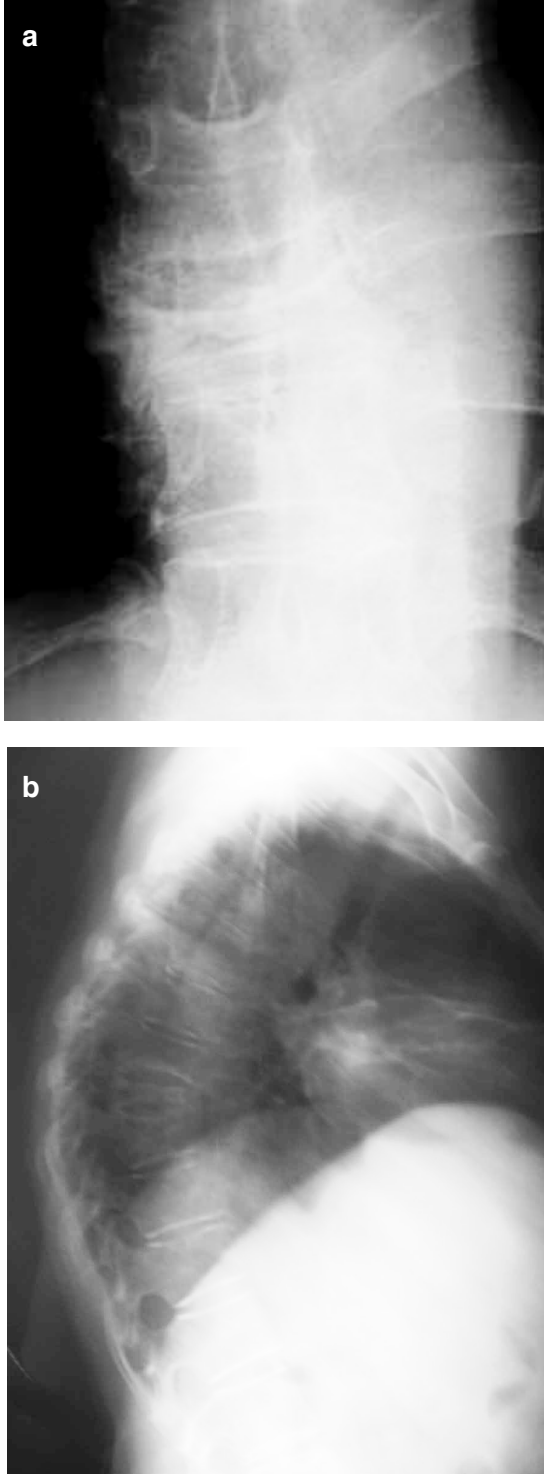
Malign melanom tanısı konulmuş 53 yaşındaki bir erkek hastada ani başlayan bel ağrısı yakınması mevcut. Çektirilen ön-arka grafide L2 vertebrada kompresyon kırığı ile birlikte sağ pedikülde silinme gözleniyor (a). Aynı hastanın yan grafisinde L2 vertebra gövdesinde litik değişiklik ile birlikte yükseklik kaybı izlenmektedir (b).
